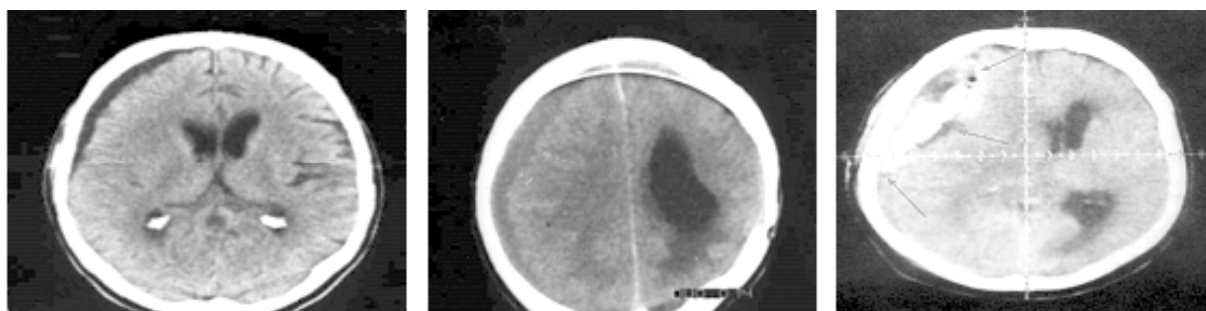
КТ — гиподенсивная, изоденсивная, гетеро-гиперденсивная
